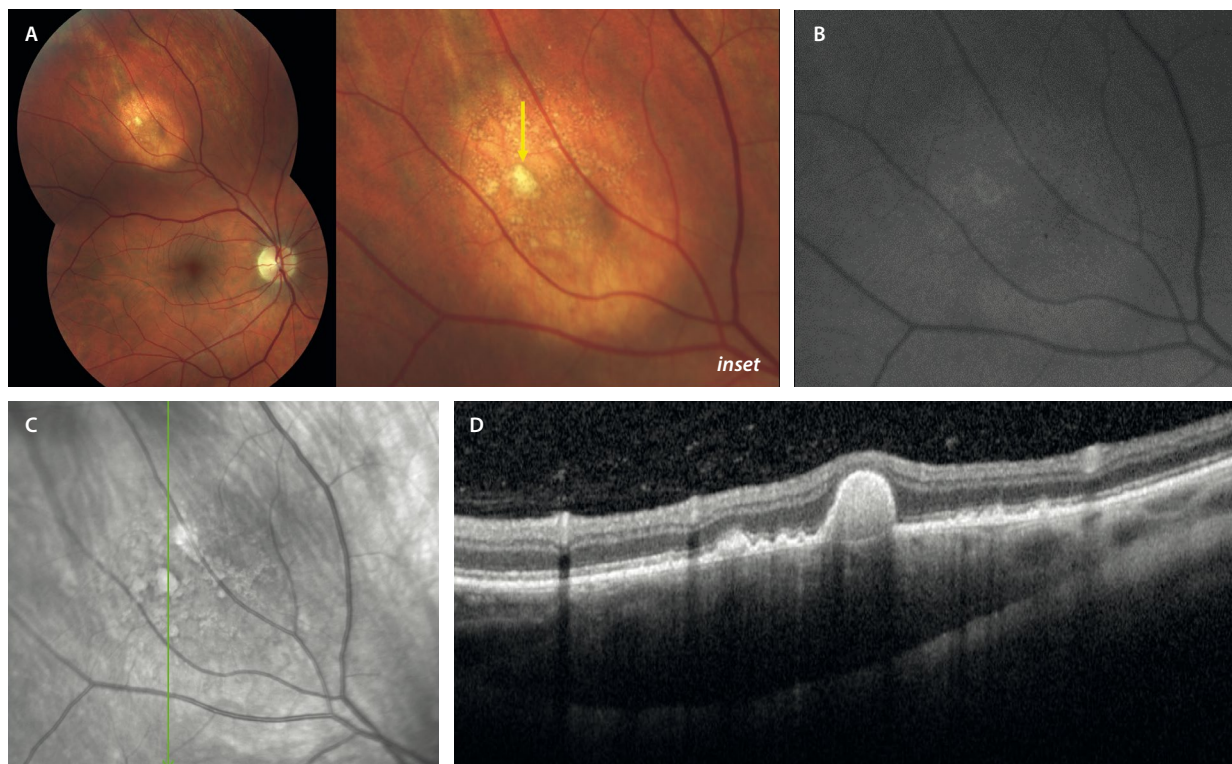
Nevus coroideo amelanótico. A) La retinografía muestra un nevus hipopigmentado amarillento en la periferia media temporal superior. En el seno del nevus se identifican estructuras drusenoides amarillentas (flecha amarilla, *inset*). B) La autofluorescencia muestra una menor hipoaufluorescencia al tener menos melanina. C) Igualmente, la imagen cercana a infrarrojo no destaca la lesión al ser menos reflectiva. D) El corte de la tomografía de coherencia óptica correspondiente a la flecha verde en (C), destaca una lesión de baja reflectividad, con algo de sombra posterior y un engrosamiento coroideo. Se aprecian lesiones drusenoides de distinto tamaño y forma por encima de la lesión.
